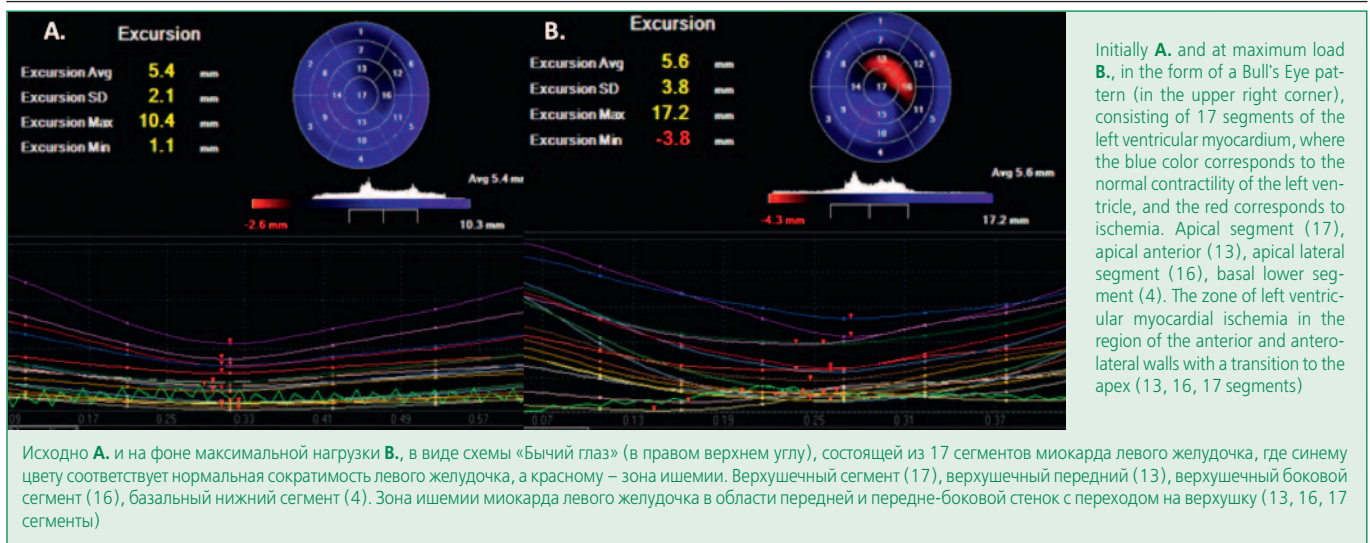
Three-dimensional stress echocardiography
